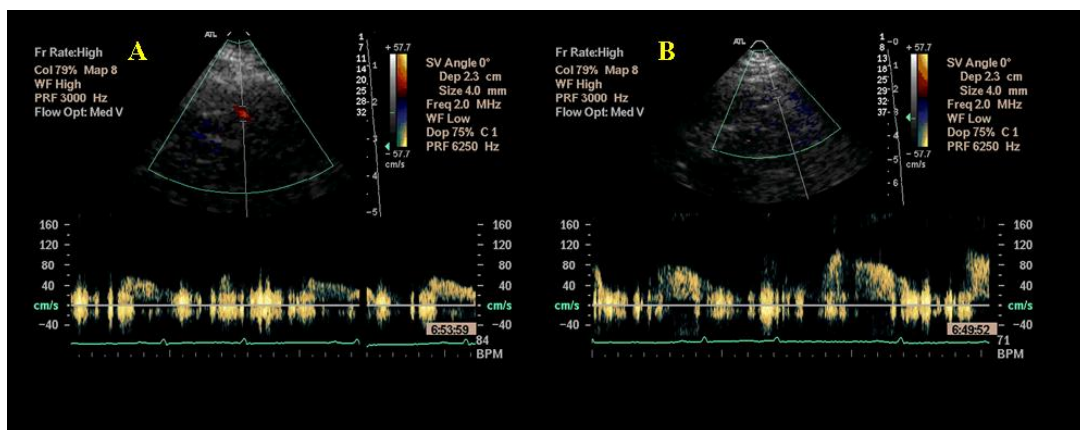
Imagens do espectro Doppler do fluxo da artéria coronária descendente anterior distal em basal (A) e durante vasodilatação com adenosina (B). Observa-se o posicionamento da interrogação do Doppler pulsado na imagem 2D.
